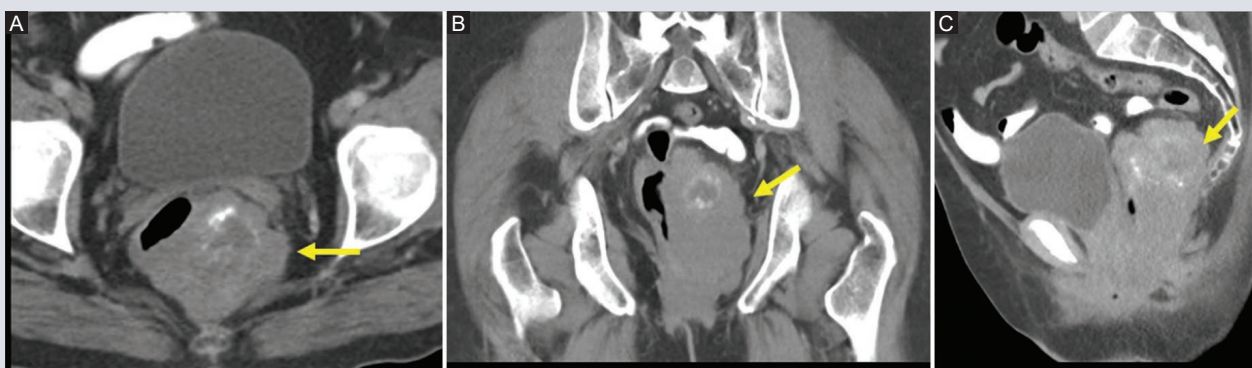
Estroma extragastrointestinal peritoneal. Tomografía abdominopélvica con contraste oral e intravenoso. A: plano axial. B: plano coronal. Lesión dependiente del mesenterio, condicionando efecto de volumen con áreas de hemorragia (estrella); el reporte histopatológico confirmó tumor del estroma gastrointestinal, con invasión vascular y expresión de CD117 y CD34.
